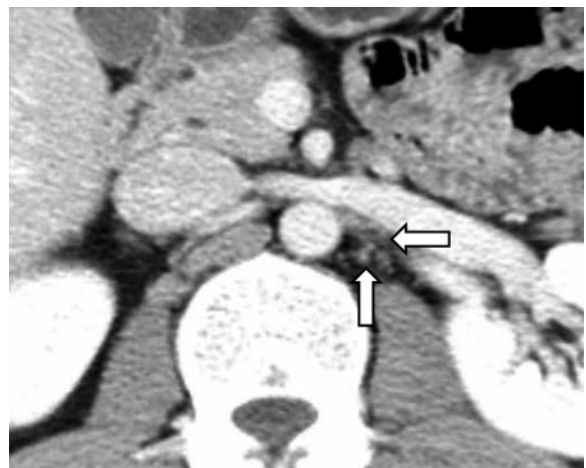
CT showed the para-aortic lymph node swelling was remarkably reduced one month after the orchiectomy (arrows).
